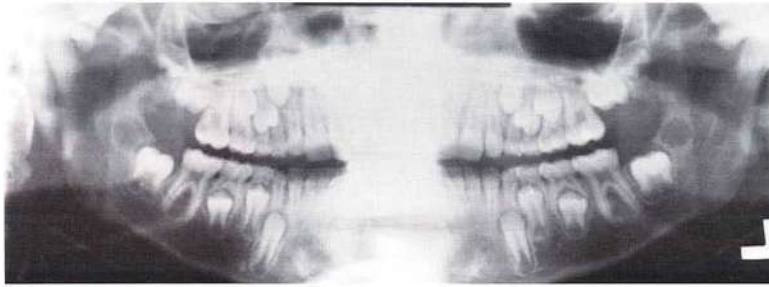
Radiografía panorámica de la erupción normal en un niño de 10 años. Se observa que los dientes permanentes erupcionan al mismo tiempo que se reabsorben el hueso y los dientes primarios superpuestos. Para que pueda tener lugar la erupción, primero debe producirse la reabsorción.
